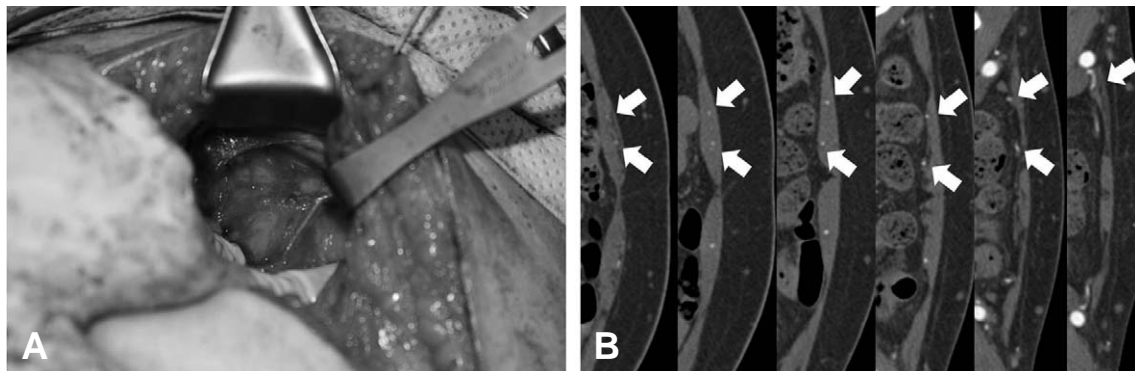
Early division (into medial and lateral branches) and muscle penetration right after branching from external iliac artery. (A) Intraoperative findings. (B) Preoperative CT angiography findings.
